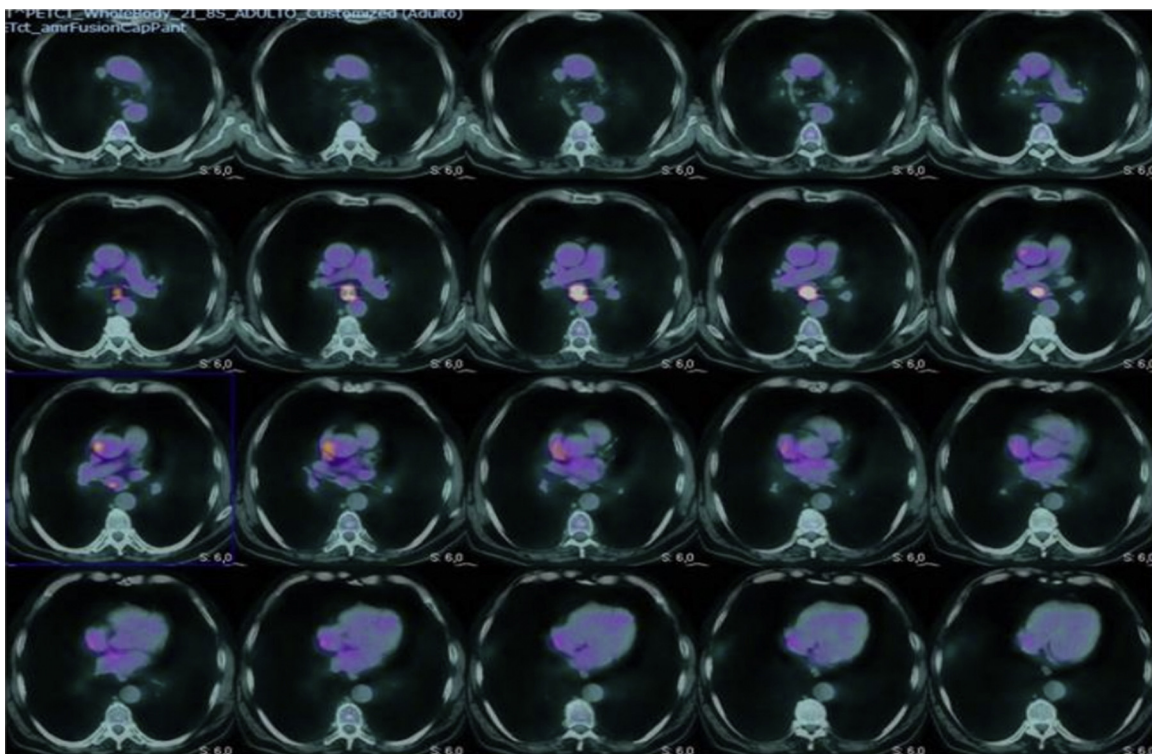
Imagen obtenida mediante PET-TAC de tórax. Se observa un gran foco hipermetabólico en la estación ganglionar subcarínica (G7).
